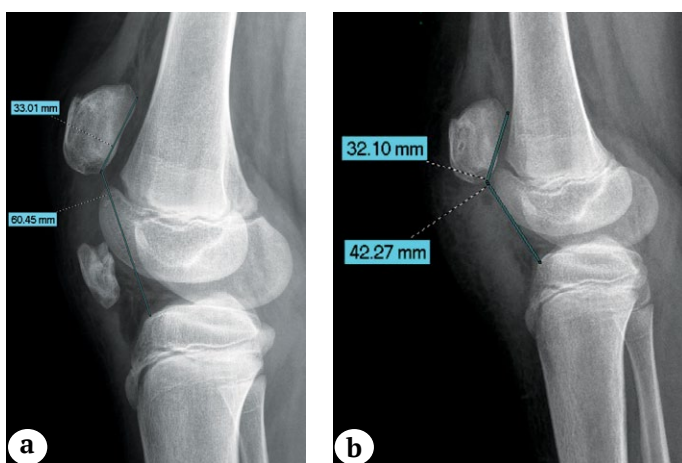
Рентгенограммы коленного сустава в боковой проекции до и после хирургического лечения:
